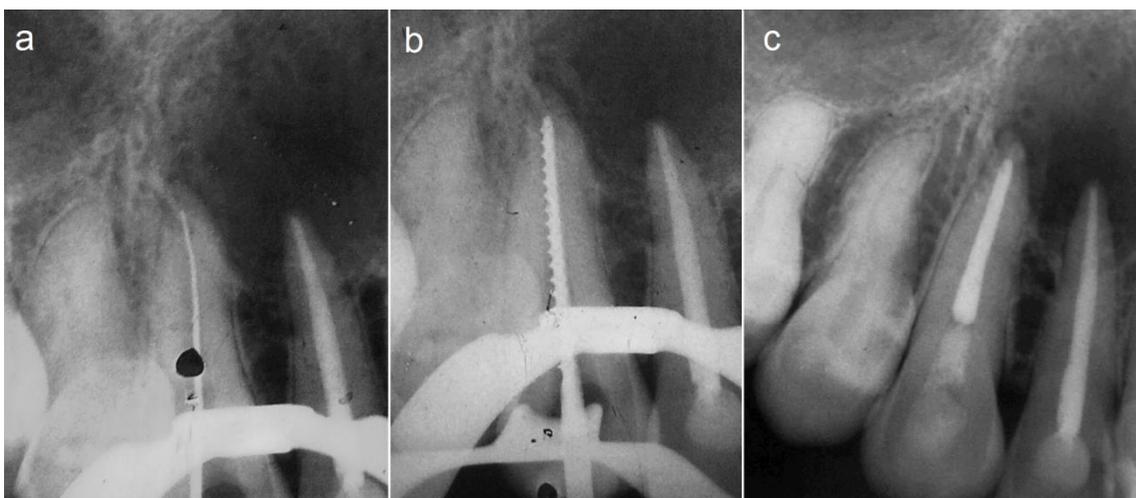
Endodontia do dente 13. a) Radiografia de odontometria. b) Radiografia da máxima lima apical. c) Radiografia final.
